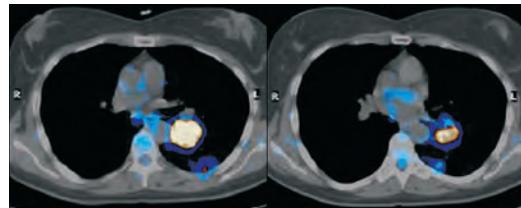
PET-TC – lesões pulmonares
